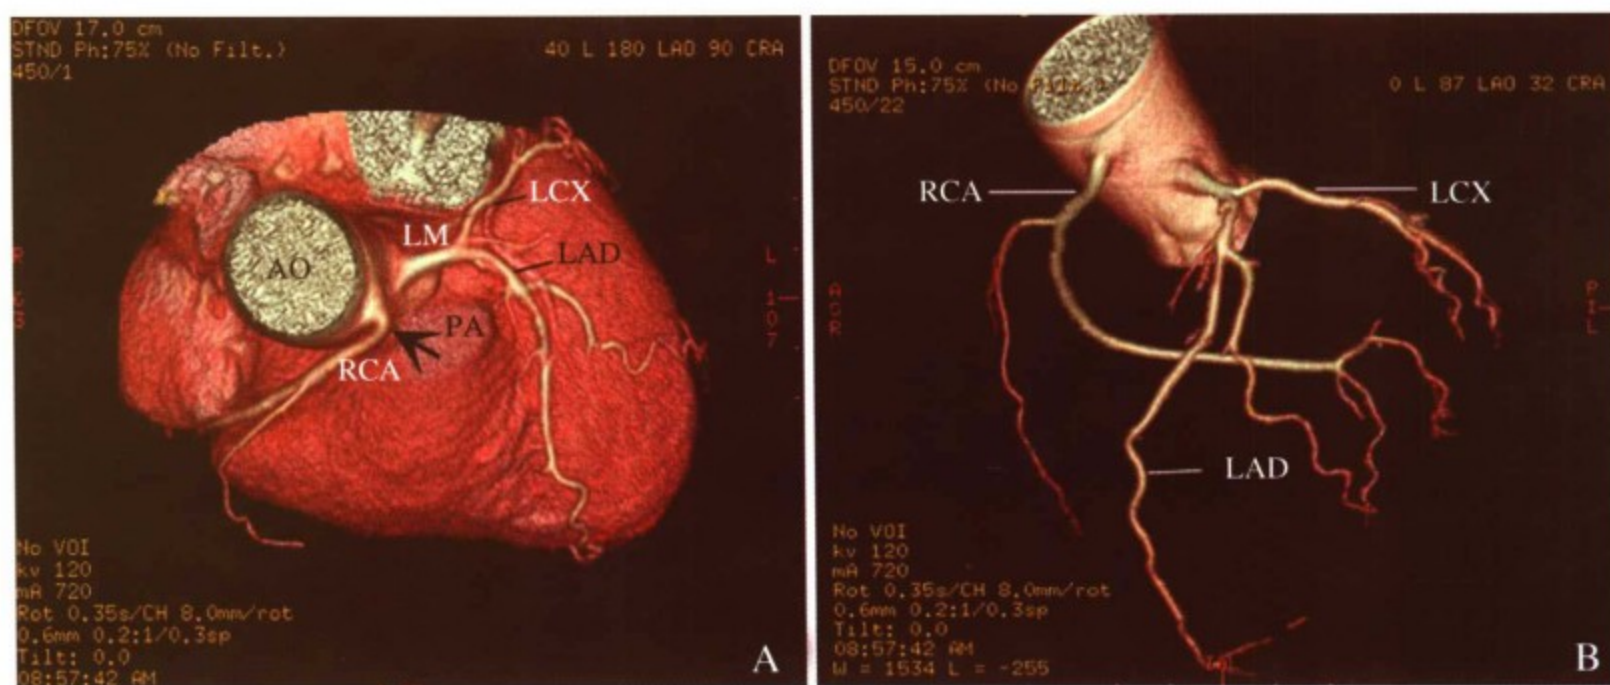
128层MSCT图像显示冠状动脉起源异常；A，VR重建图像显示右冠状动脉（RCA）起源于主动脉高前位（箭头所指），锐角发出后走行于主动脉（AO）和肺动脉（PA）之间，前降支（LAD）和回旋支（LCX）走行正常；B，同一患者的128层螺旋CT显示的血管树
